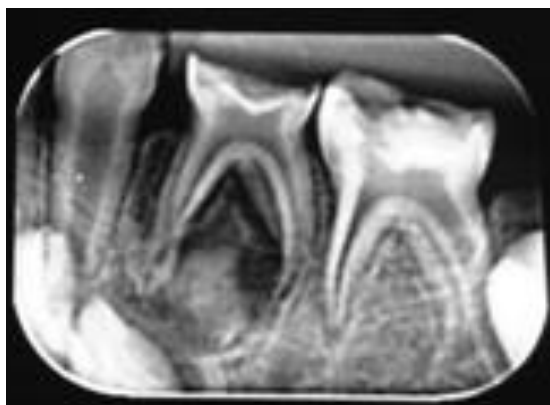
Radiografia inicial do dente 74.
